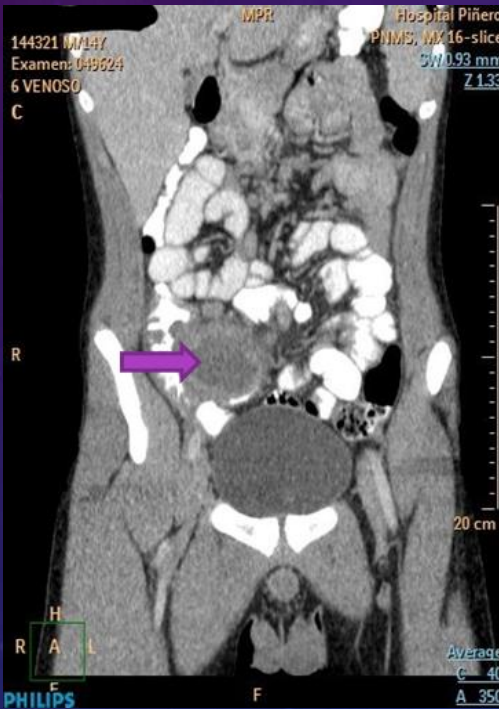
Reconstrucción coronal de TC abdominopélvica en tiempo venoso donde se visualiza imagen heterogénea con desestructuración de la zona cecal con presencia de realce de los bordes luego de la administración de contraste IV. compatible con plastrón apendicular (Punta de flecha).
